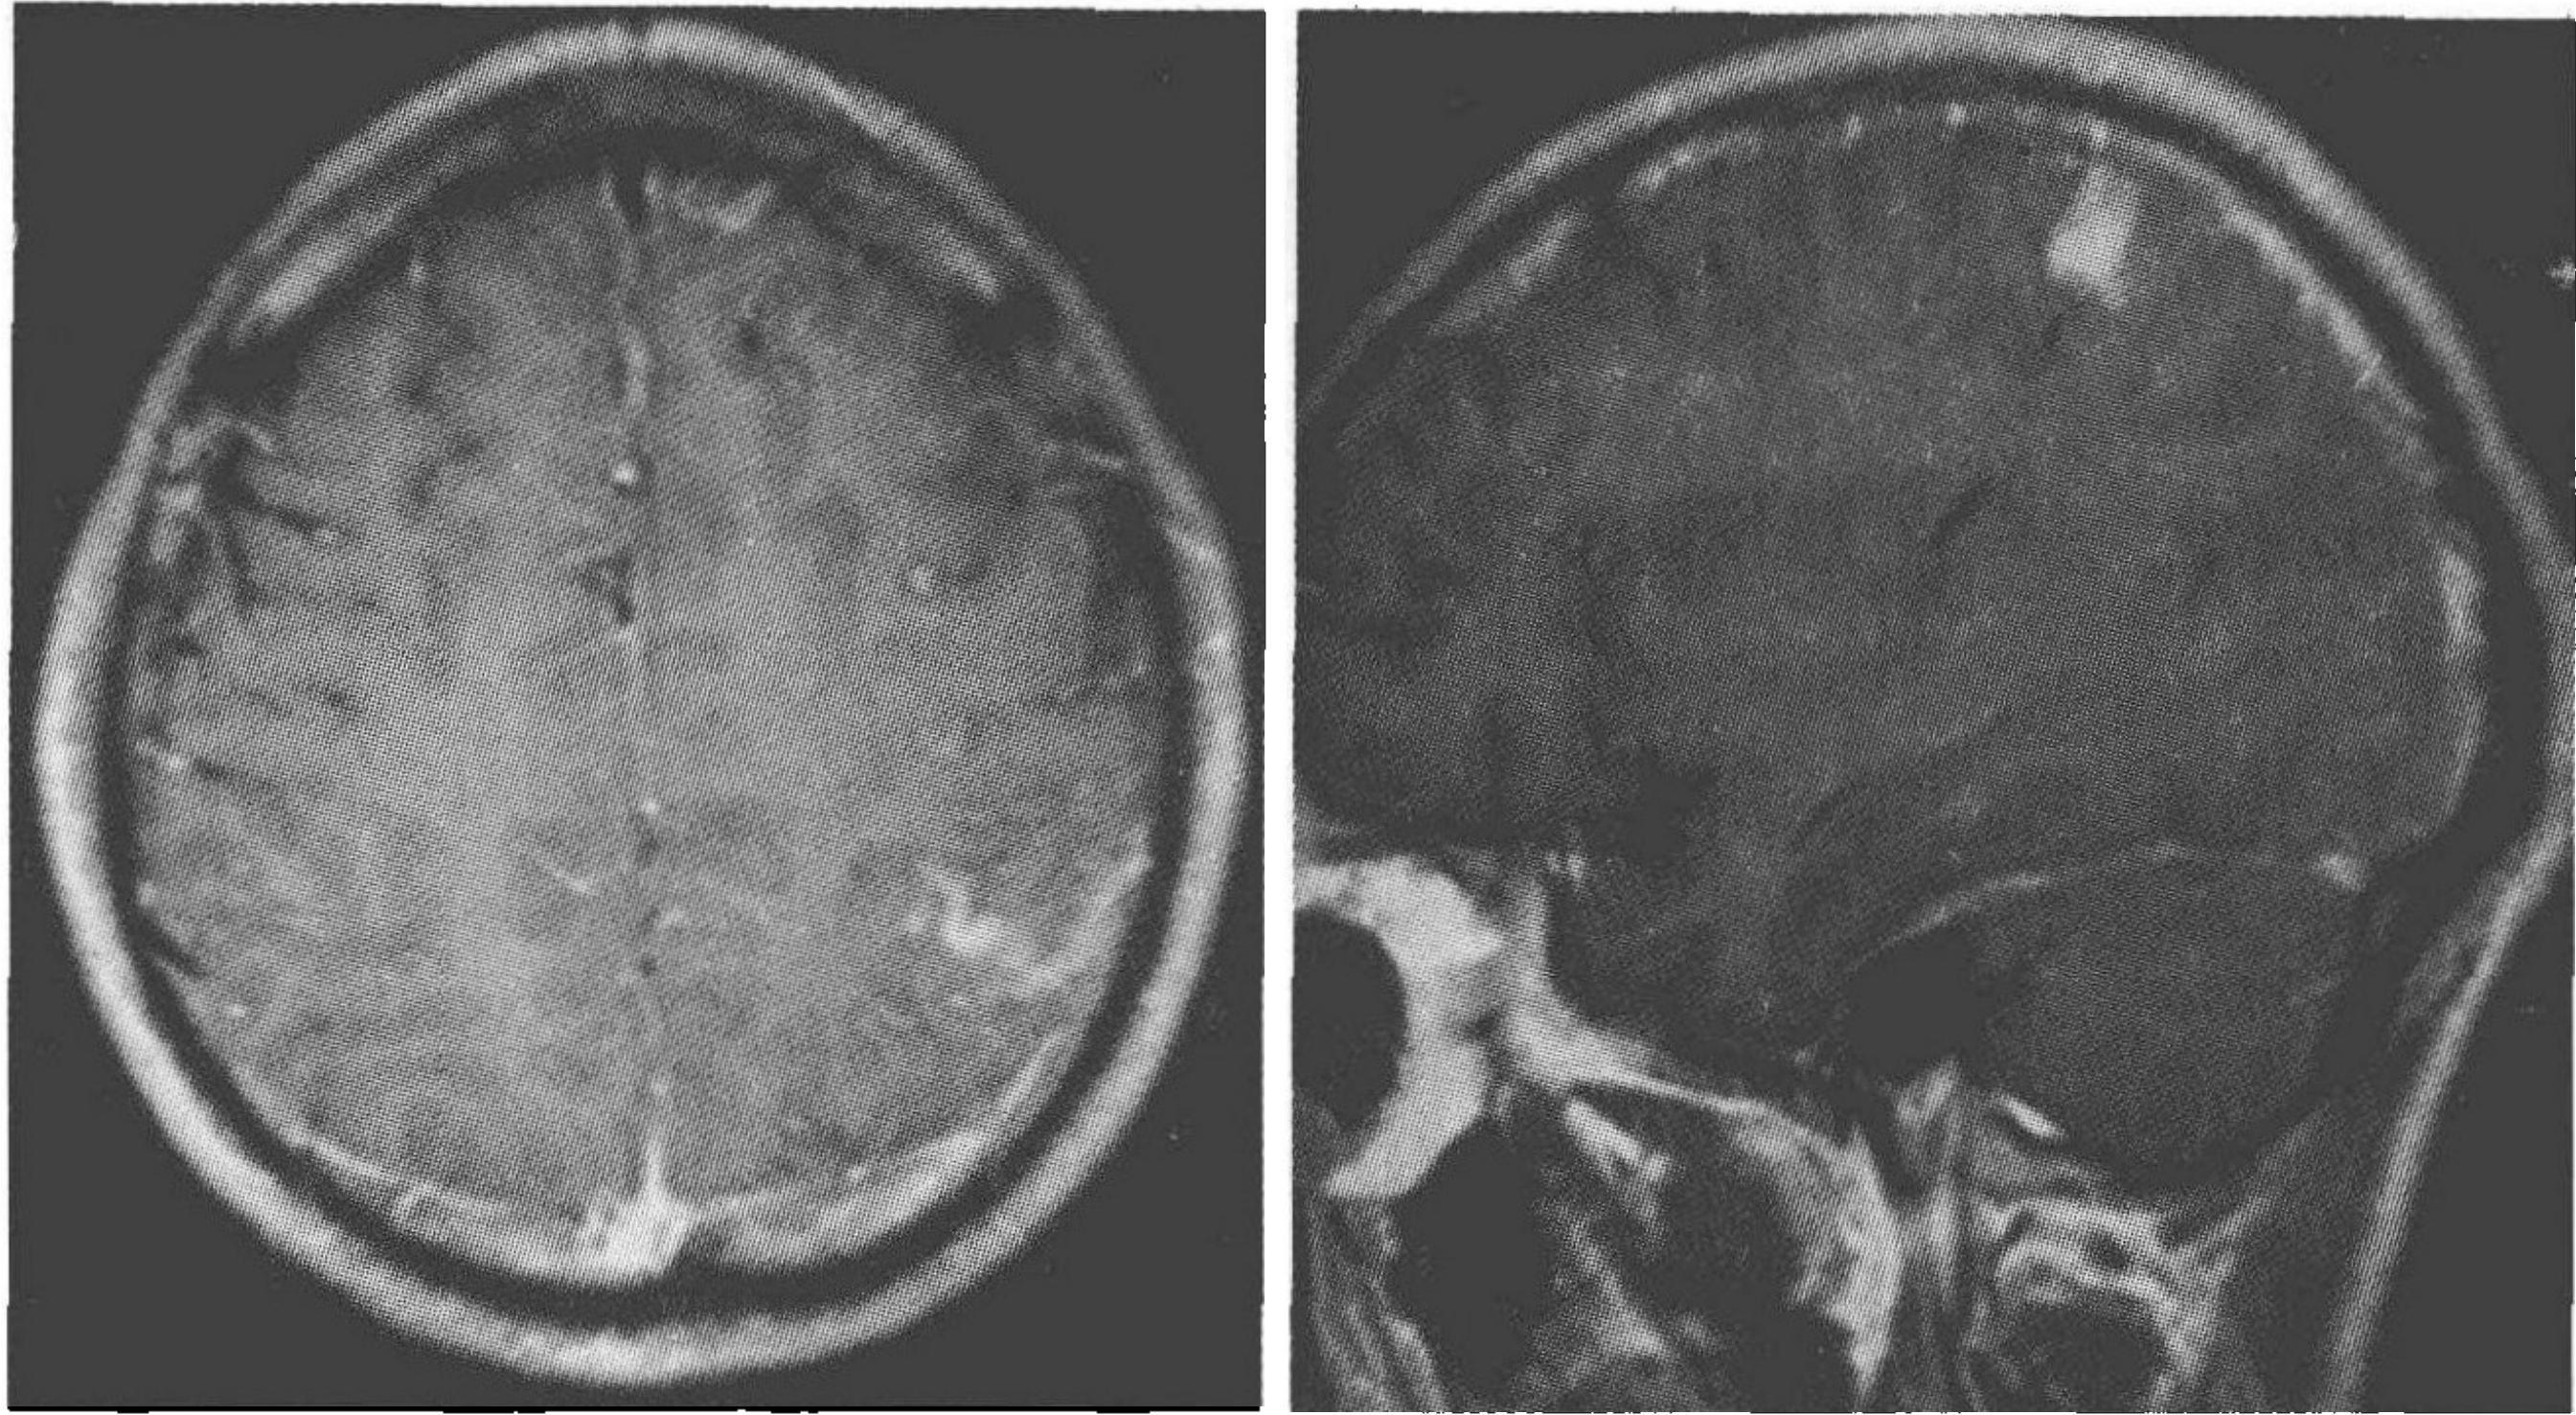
(续) 头部 MRI 示左顶叶片稍长 T_1 信号, 强化明显
